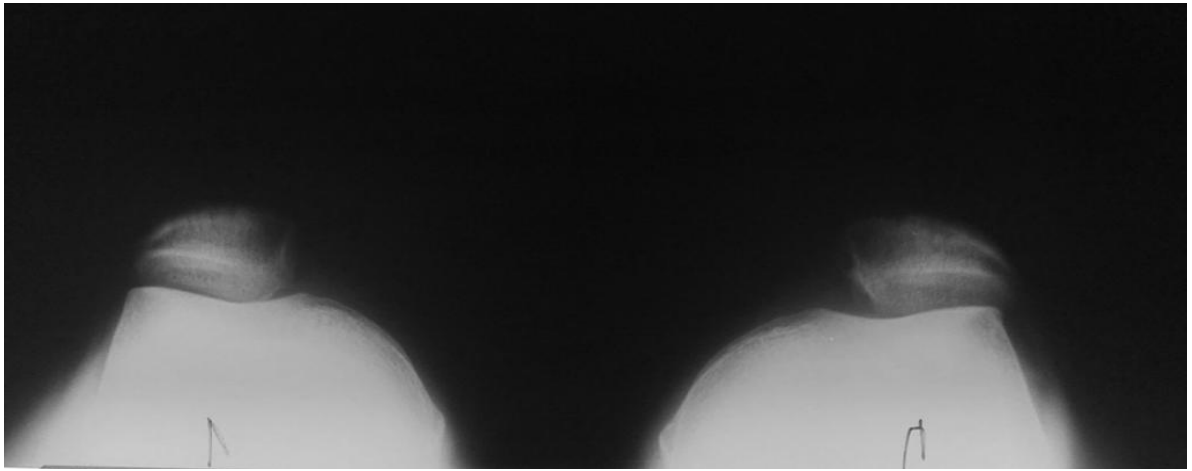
Аксиальная проекция при рентгенографии коленных суставов
